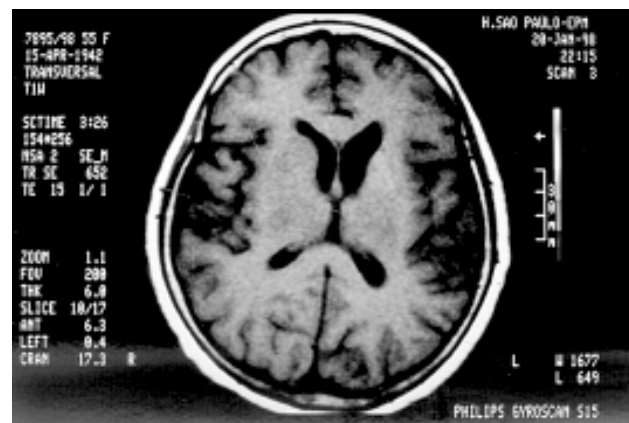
Imagem de ressonância magnética em que observamos, como principal achado, a assimetria dos núcleos caudados e, no lado esquerdo, sinais de atrofia.
